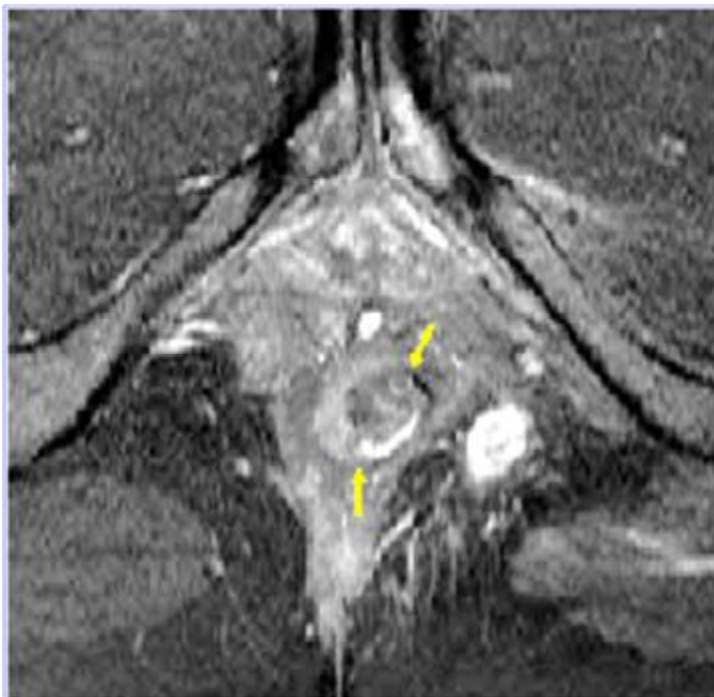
Aspect IRM anormal du sphincter anal interne :
